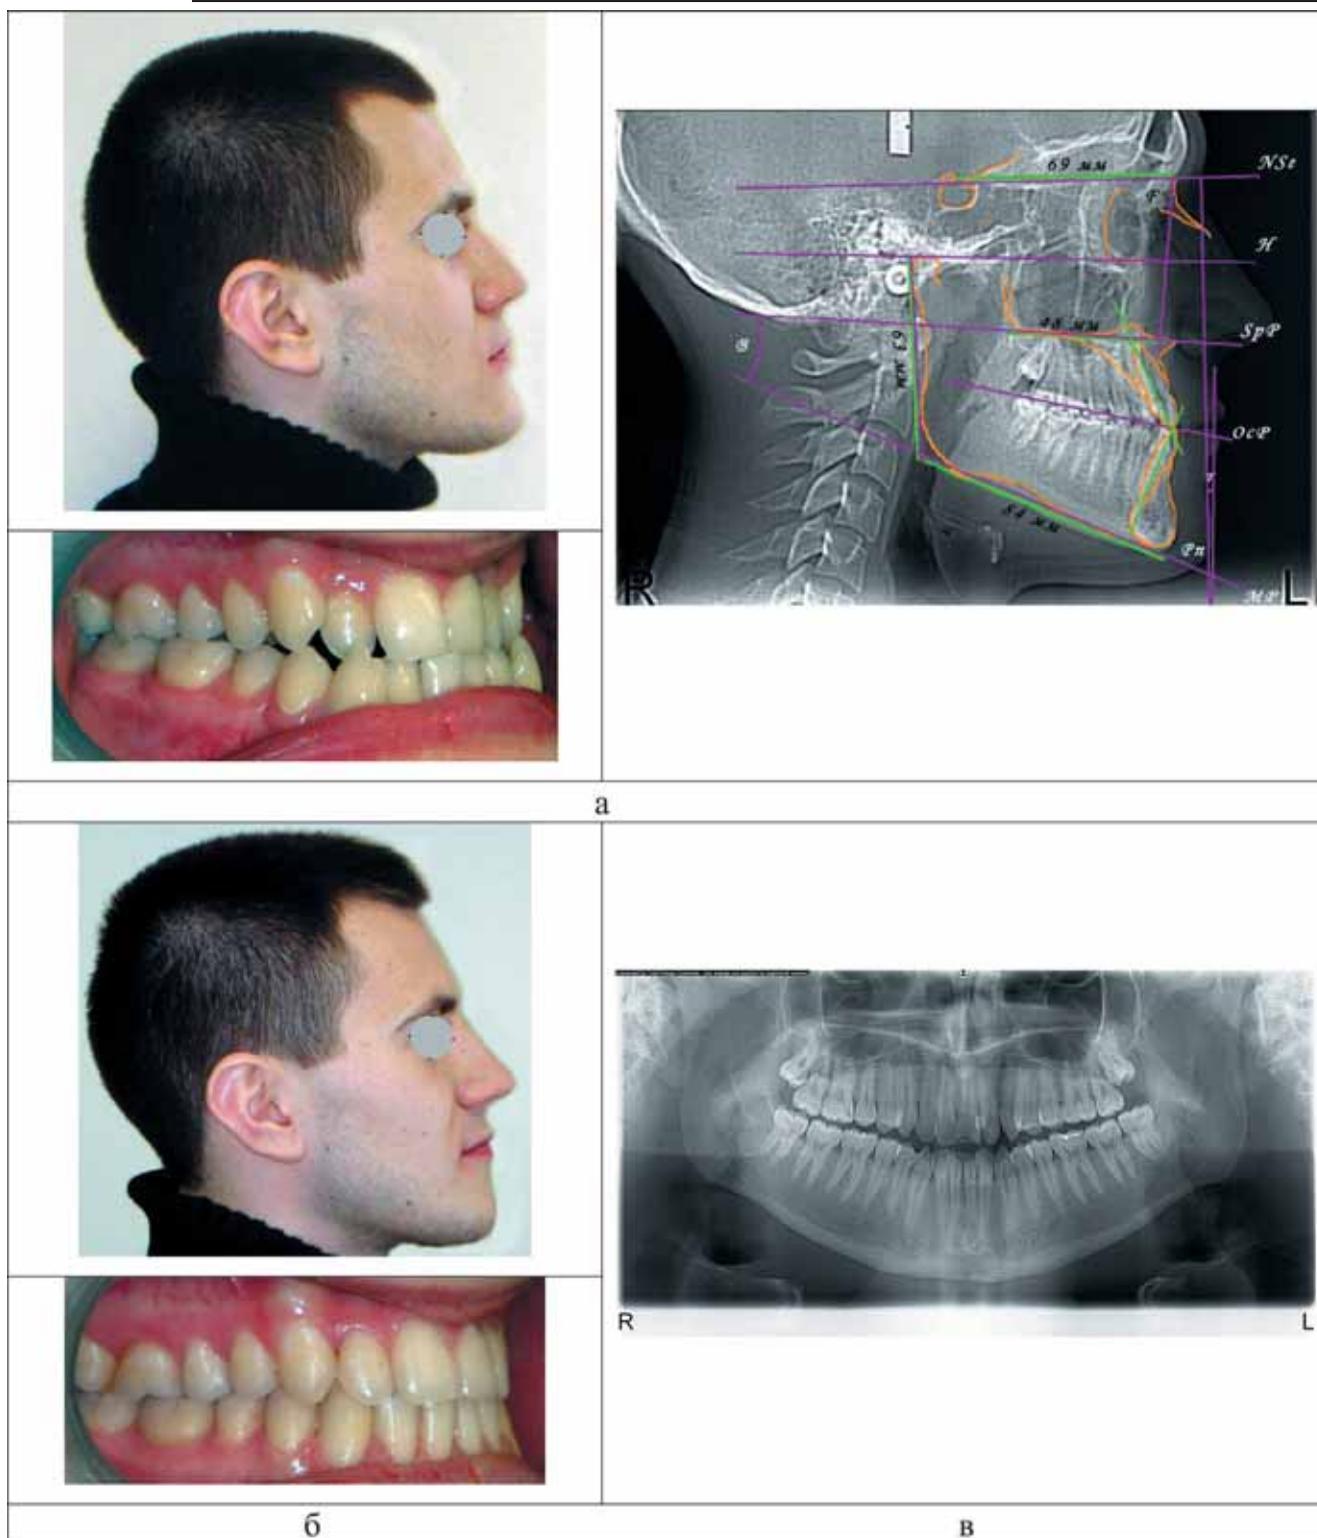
Фото профиля лица и прикуса (правая сторона), расшифрованной ТРГ и ортопантомограммы до лечения (а, в) и после лечения (б) пациента Б. 26 лет с мезиальным прикусом, амбулаторная карта №401 (подробное описание см. в тексте)
